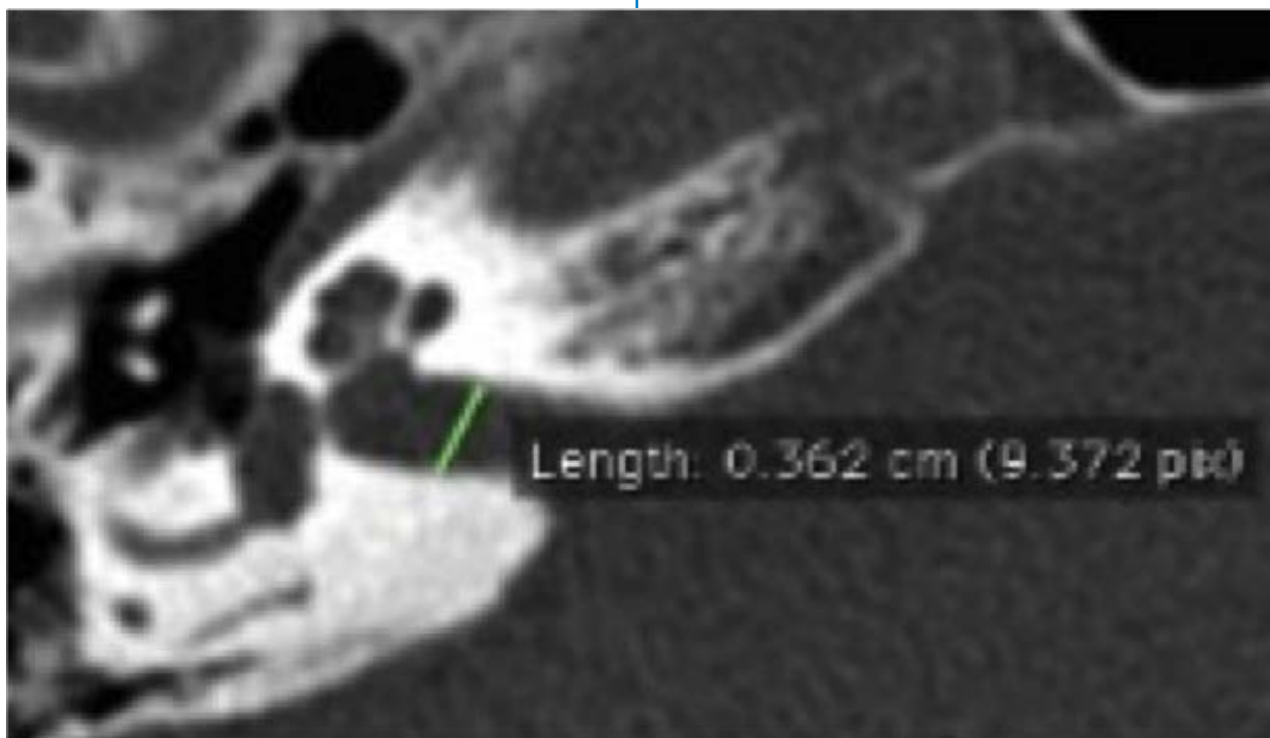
TC axial demonstrando medida do diâmetro do MAI direito em imagem ampliada.
